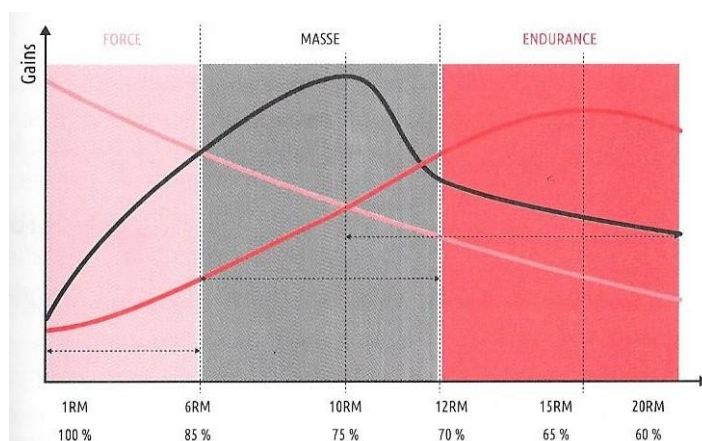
Evolution du nombre de RM et gains escompté
